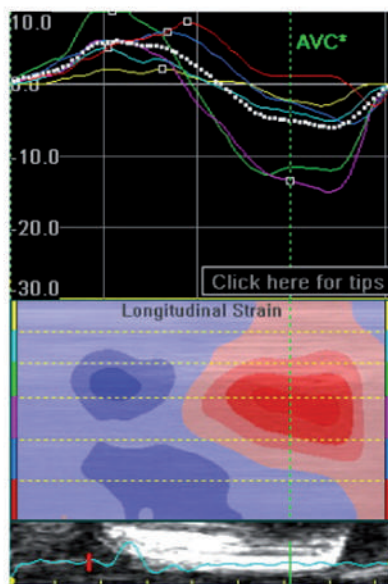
Two-dimensional speckle-tracking echocardiographic image with the automatically derived curves of segmental longitudinal strain of 72-years-old female with ATTRV30M amyloidosis. Global longitudinal strain in four-chamber LV view is reduced to -5.8%.
